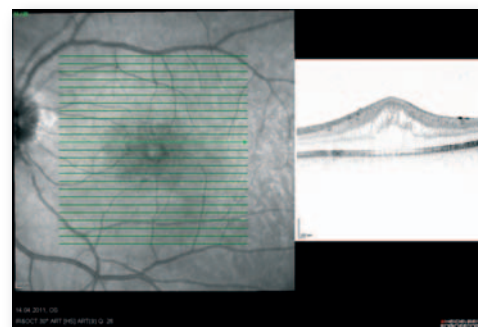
Darstellung eines entzündlich bedingten zystoiden Makula-ödemes mittels der okulären Kohärenztomographie (OCT) bei posteriorer Uveitis beim Morbus Behçet
